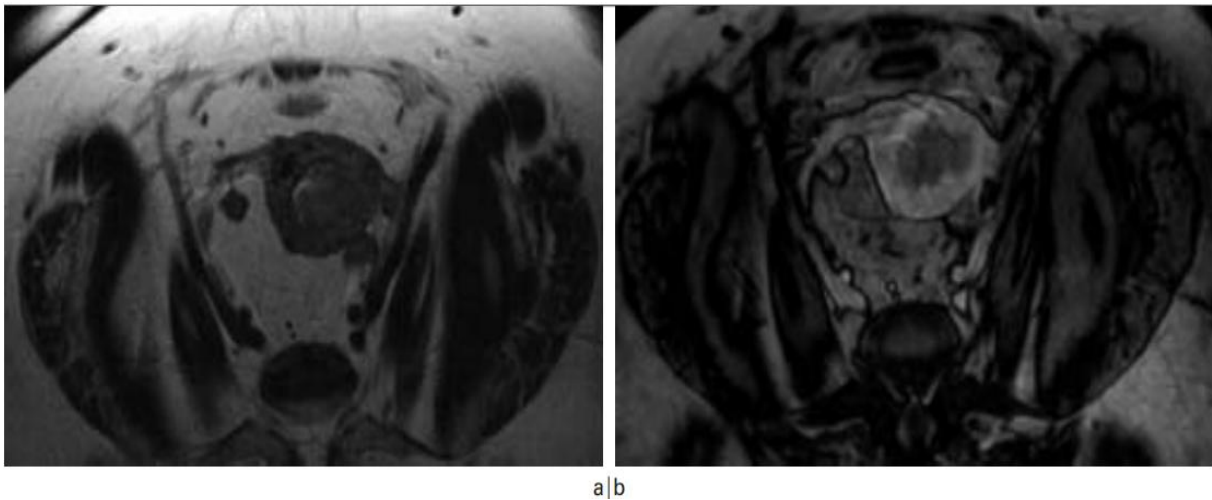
Image IRM en faveur d'un cancer de l'endomètre en T2(a) et T1(b) avec injection. [32].
